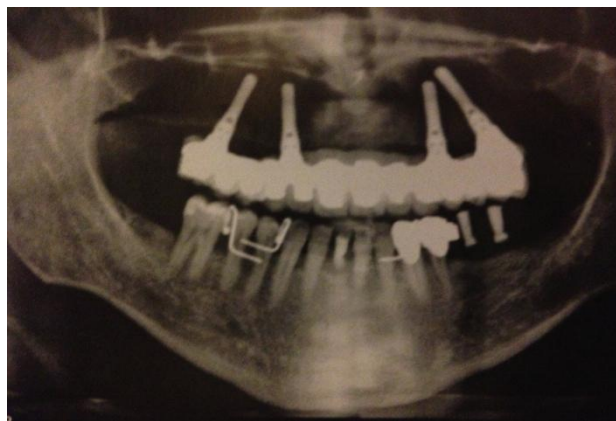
Radiographie panoramique d'un bridge de type "all-on-four"
